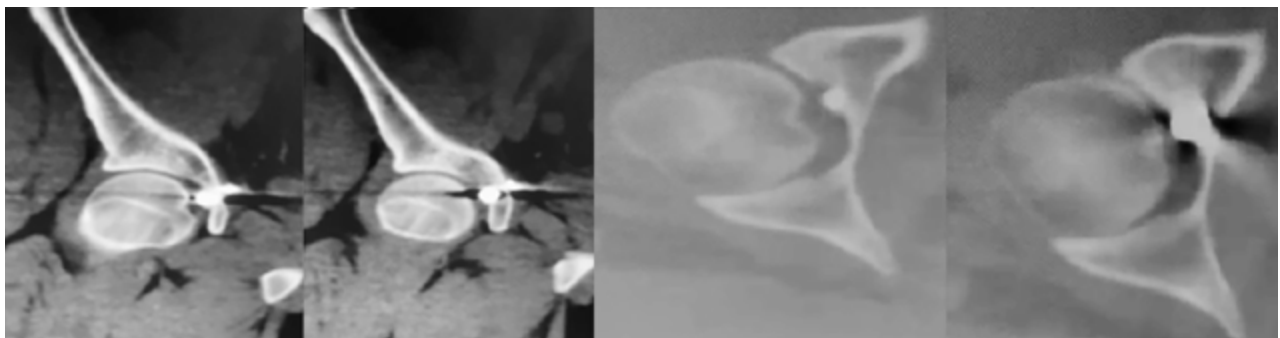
Tomografía computada que muestra la ubicación parcialmente intraósea en cótilo derecho asomando hacia el trasfondo del acetábulo.
